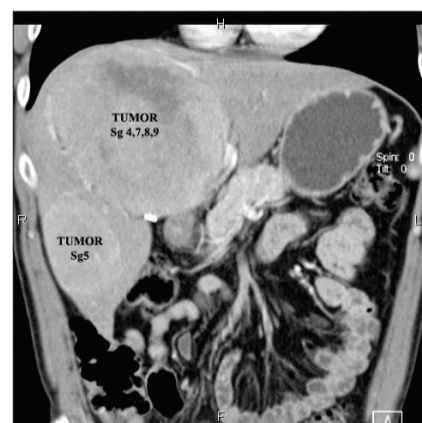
СКТ пациента в предоперационном периоде. Опухолевое поражение Sg 4, 5, 7, 8, 9 печени. Отмечается неравномерное усиление при внутривенном контрастировании в позднюю артериальную фазу
